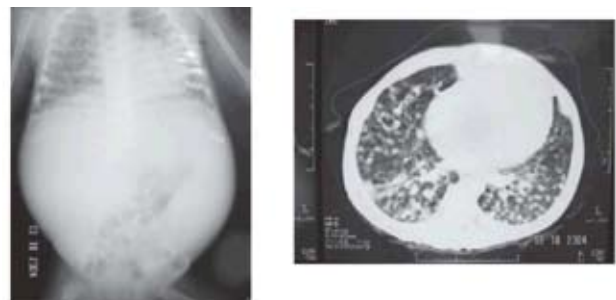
Twee maand oude zuigeling met congenitale TB. Links Rx-thorax-abdomen met duidelijke hepatosplenomegalie en miliair longbeeld. Rechts CT-scan thorax met nodulair beeld in longparenchym. (met toelating van Liana Vilarinho [14])
